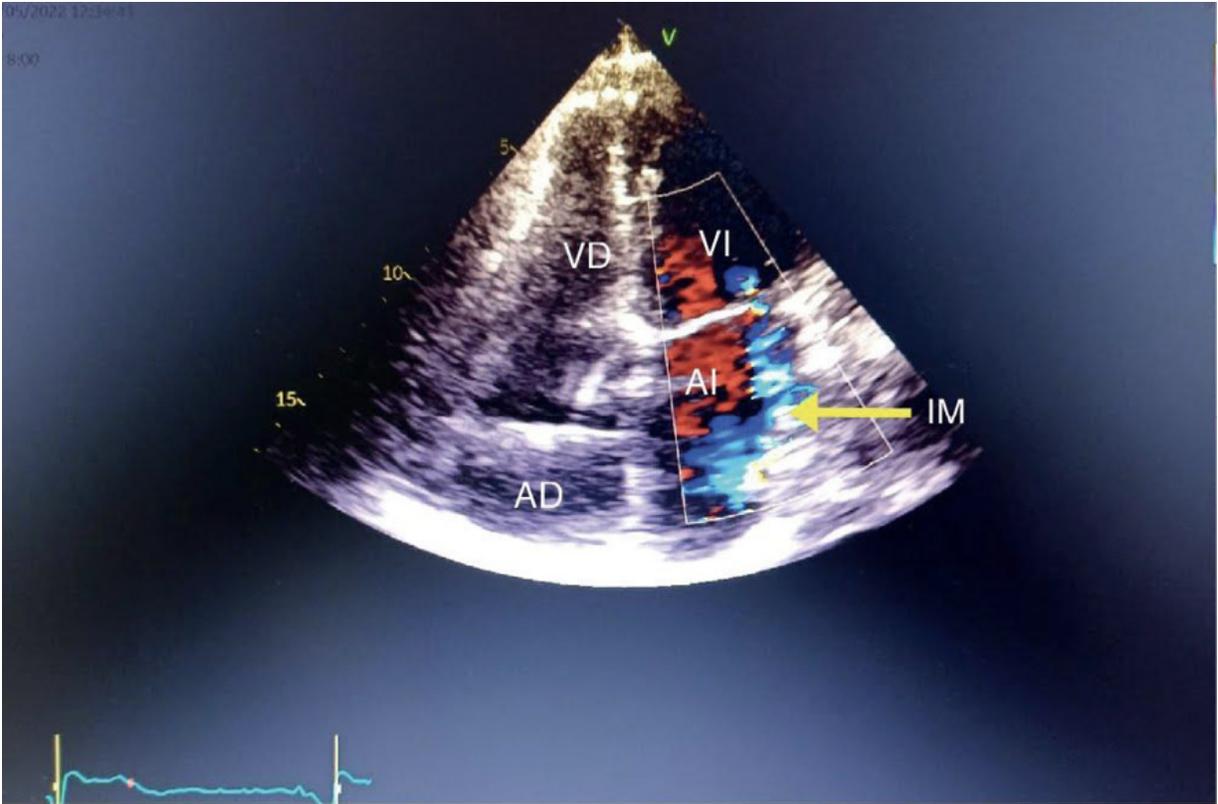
insuficiencia mitral excéntrica dirigida hacia la pared lateral de la AI. Cuatro camaras Doppler color.
